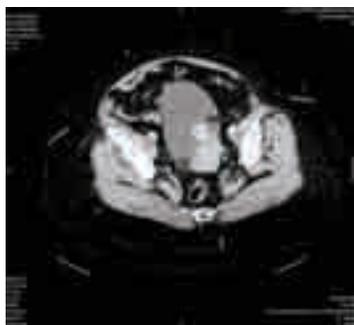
Corte axial de urotomografía abdominopélvica en su fase arterial en donde se observa imagen hiperdensa en piso vesical.
